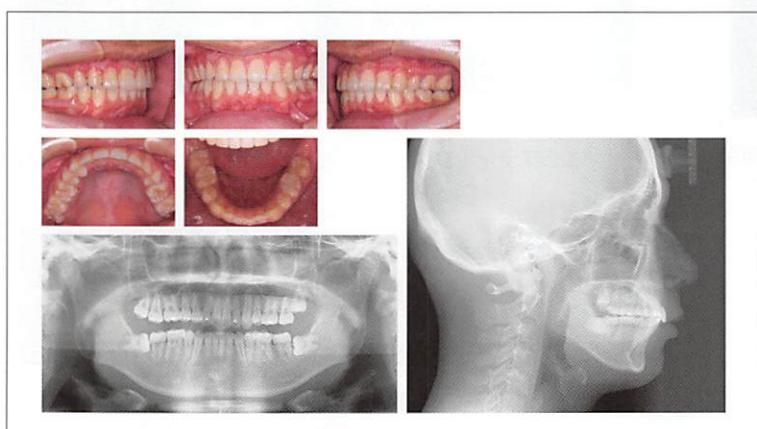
<症例1> 矯正歯科治療終了時の口腔内写真とパノラマX線写真、側面セファログラム
